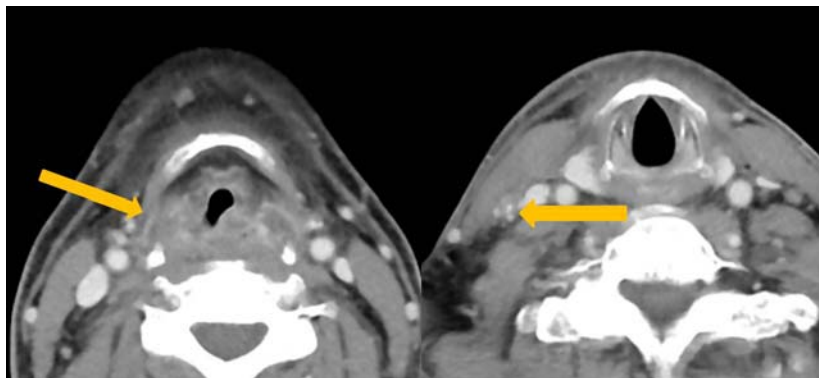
頸部造影 CT 左：原発巣、右：頸部リンパ節転移
